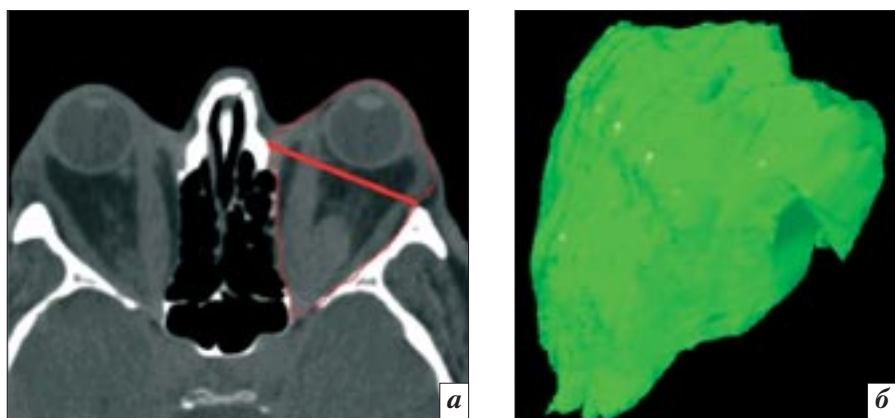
Компьютерная томограмма орбит пациента с отеком экзофтальмом, аксиальная проекция (*а*) и трехмерная реконструкция костной орбиты с блоком экзофтальмированных мягких тканей (*б*)
